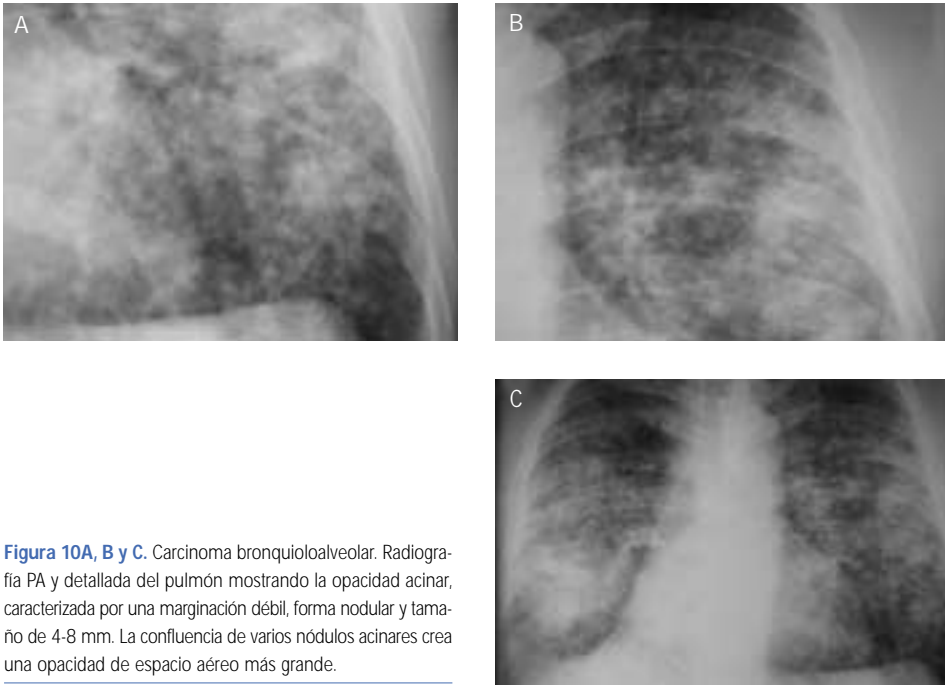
B y C. Carcinoma bronquioloalveolar. Radiografía PA y detallada del pulmón mostrando la opacidad acinar, caracterizada por una marginación débil, forma nodular y tamaño de 4-8 mm. La confluencia de varios nódulos acinares crea una opacidad de espacio aéreo más grande.
